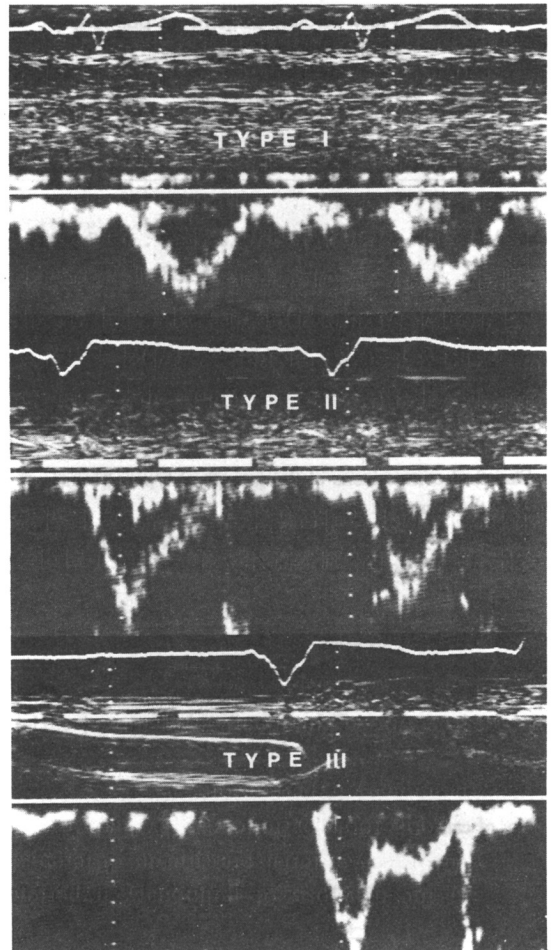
Doppler echocardiographic flow velocity patterns of right ventricle.
